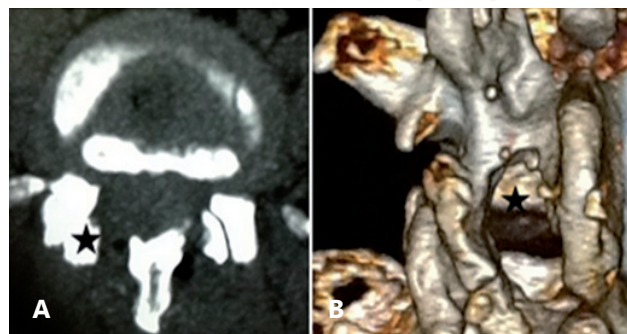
A) Post operative Lumbar CT scan showed unilateral partial hemilaminectomy (asterixis)
